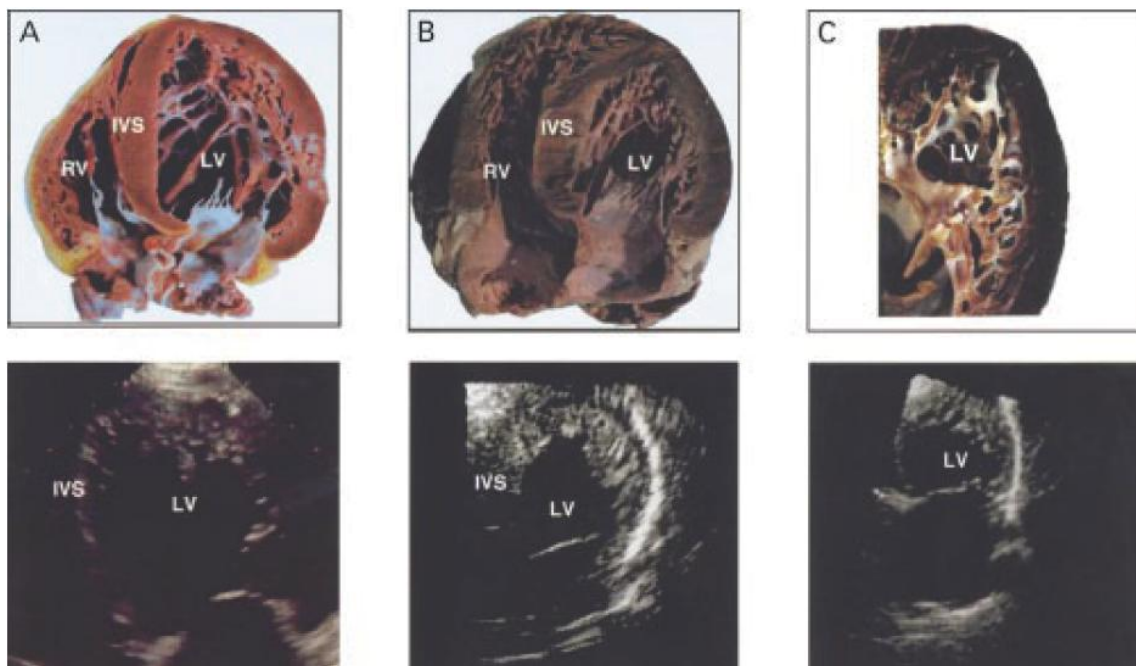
Rispondenza tra aspetto ecocardiografico ed aspetto anatomopatologico
